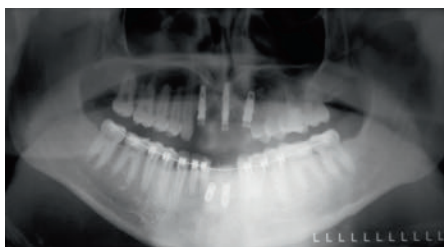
Ортопантомография верхней и нижней челюсти с установленными имплантатами
